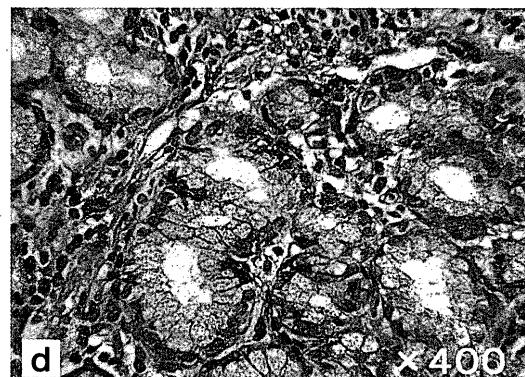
病巣Aの治療前上部消化管内視鏡像 (a) 超音波内視鏡像 (b) 切除標本像 (c, d)
